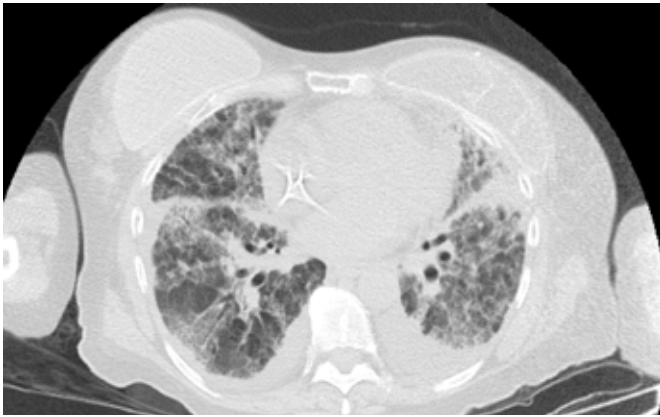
Tomografía axial computarizada de tórax, corte axial, mostrando infiltrado intersticial retículo micronodular difuso en ambos campos pulmonares, zonas de panalización, efusión pleural leve bilateral y engrosamiento de paredes bronquiales.
